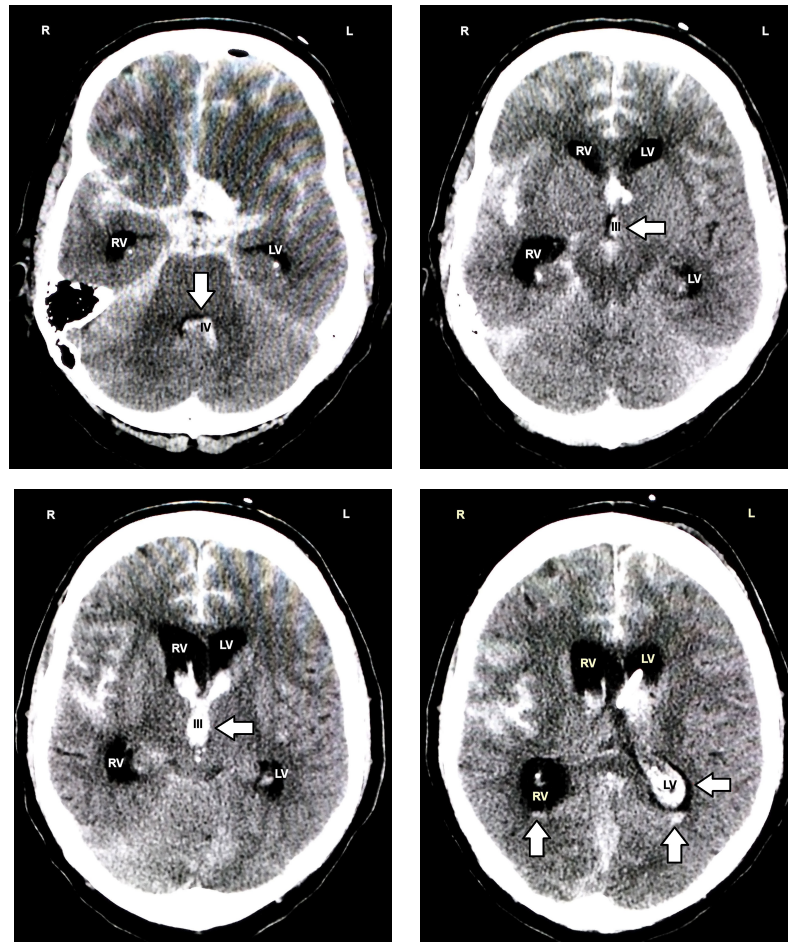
Die Hijdra Skala mit dem Sum Score System der Ventrikel: CT-Scan eines 60-jährigen Patienten etwa 4 Stunden nach SAB durch ein rupturiertes Aneurysma der Arteria communicans anterior.
